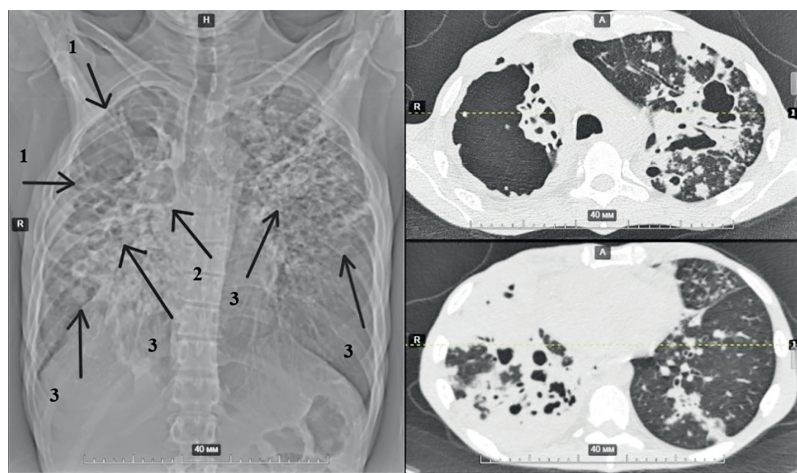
КТ ОГК от 14.01.22 г. пациента И.С.М. 44 г. (стрелками указаны: разрушенная верхняя доля правого легкого (1), деформированные и расширенные просветы бронхов (2), множественные полиморфные очаги с формированием множественных субплеврально расположенных участков инфильтрации в паренхиме левого легкого и нижней доле правого легкого, поликаверноз в верхней доле и в S6 левого легкого (3))
